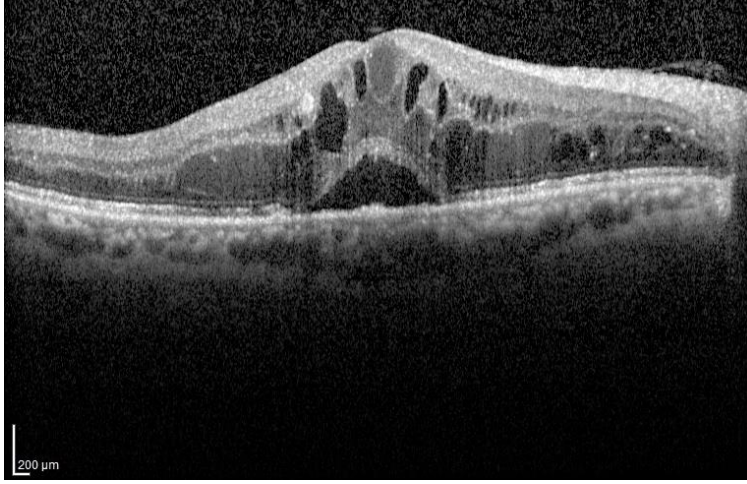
Fokal (üst) ve diffüz (alt) ödem tespit edilen hastaların fundus floresein anjiyografi ve optik koherens tomografi görüntülemeleri
